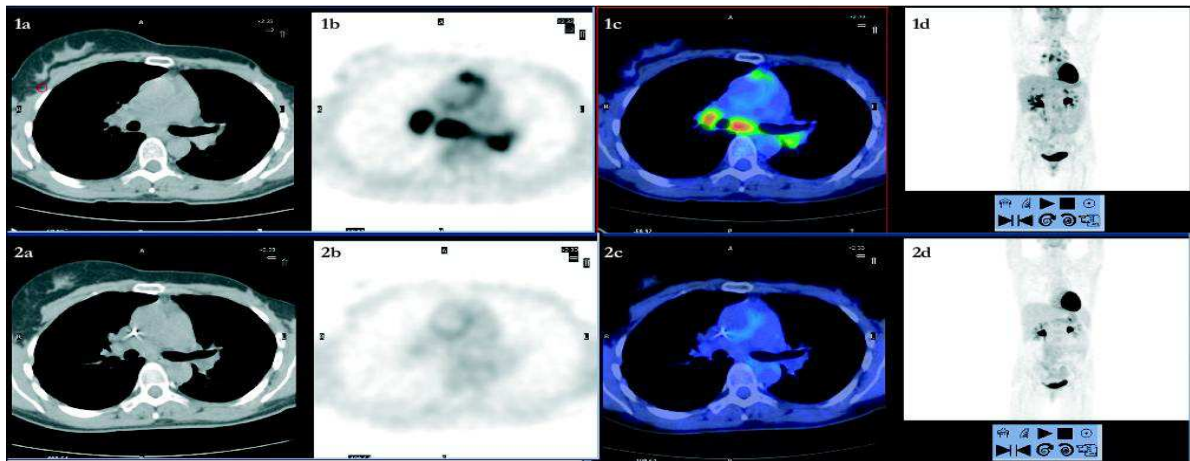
Patiente de 22 ans présentant une maladie de Hodgkin. Série 1 : TEP-TDM réalisée avant traitement avec présence d'une masse ganglionnaire médiastinale visible sur les coupes TDM (1a). Les coupes TEP, TDM de fusion (1b, 1c) et le volume scintigraphique 3D (1d) montrent que les cibles ganglionnaires fixent très intensément le ¹⁸FDG. Série 2 : Coupes médiastinales TDM, TEP, TDM de fusion (2a, 2b, 2c) et volume scintigraphique 3D (2d) réalisés après chimiothérapie montrant un aspect de réponse métabolique complète.
